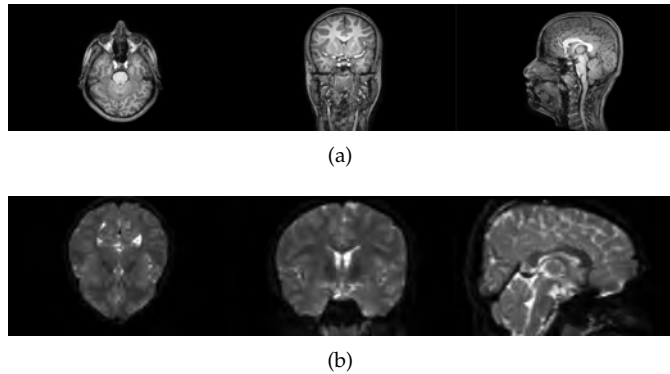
Vista axial, coronal y sagital de MRIs de sujeto control: (a) T1W y (b) DWI
